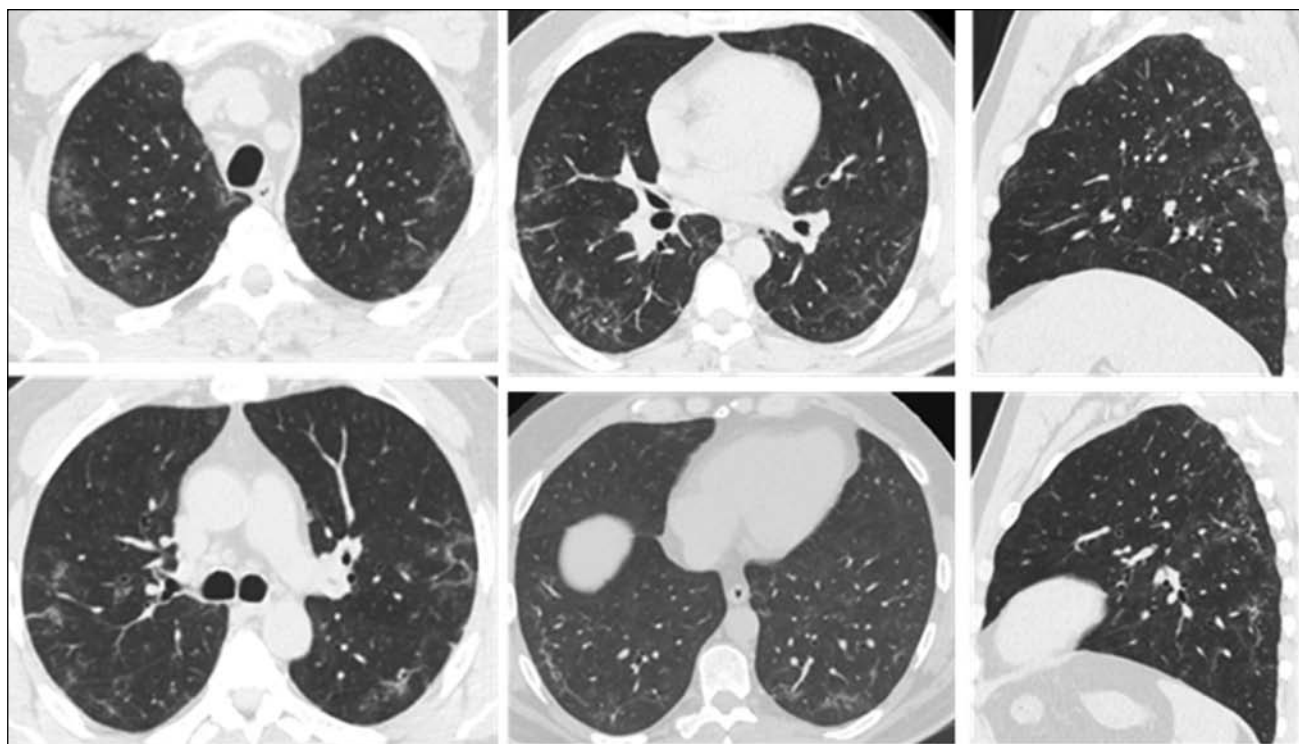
Компьютерная томография органов грудной клетки пациента Б.
